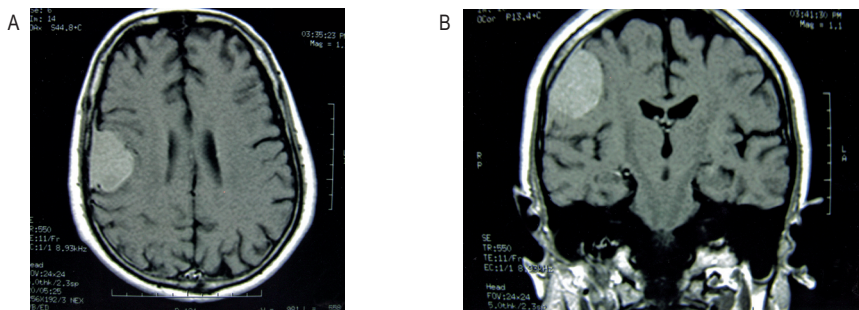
Ressonância magnética em T1 com contraste: captação intensa do contraste paramagnético. A) axial; B) coronal.
